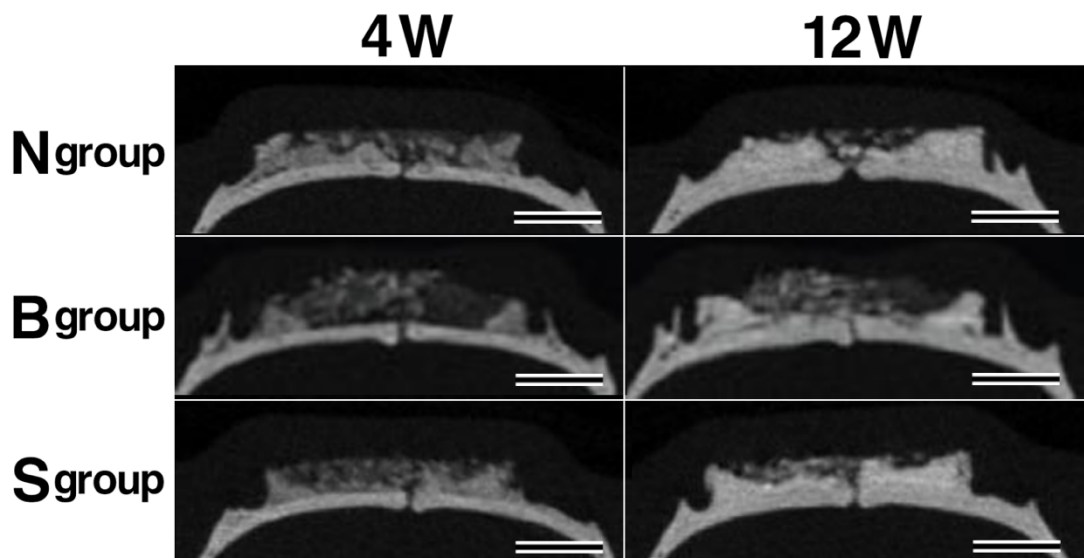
試料埋入後 4, 12週時のマイクロ CT 測定結果
